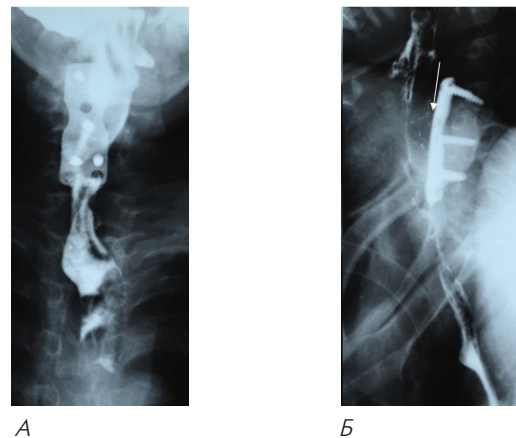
Рентгеноконтрастное исследование пищевода с сульфатом бария в а) прямой и б) боковой проекциях у пациента с пролежнем пищевода титановой пластиной через 11 месяцев после операции. На уровне С5-С7 позвонков пищевод интимно прилежит к плоскости пластины (белая стрелка). Обращает внимание, что поступления контрастного вещества за контуры пищевода во время исследования нет. В последствии на операции выявлено, что задняя стенка пищевода замещена титановой пластиной на значимом протяжении и вовлечена в грубый рубцово-спаечный процесс.
